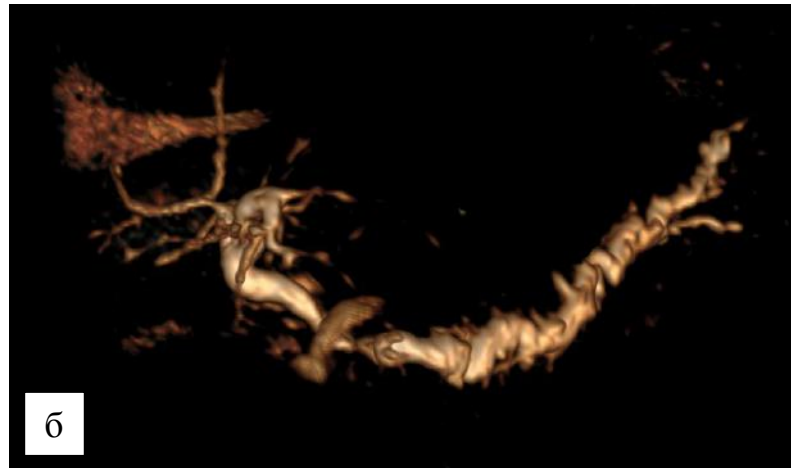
МРТ-холангиопанкреатограммы в 3D-реконструкции:
